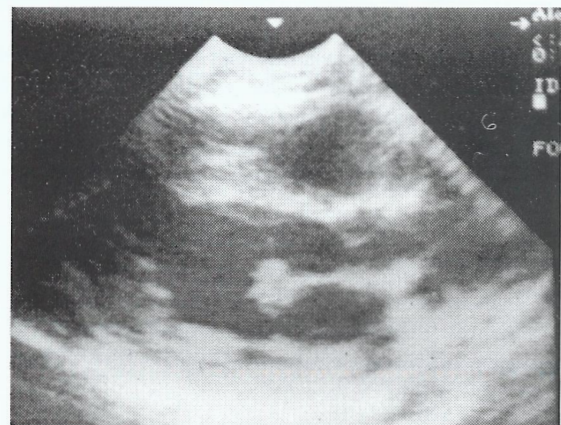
Vegetação do folheto septal da válvula mitral (Ecocardiograma transtorácico).
